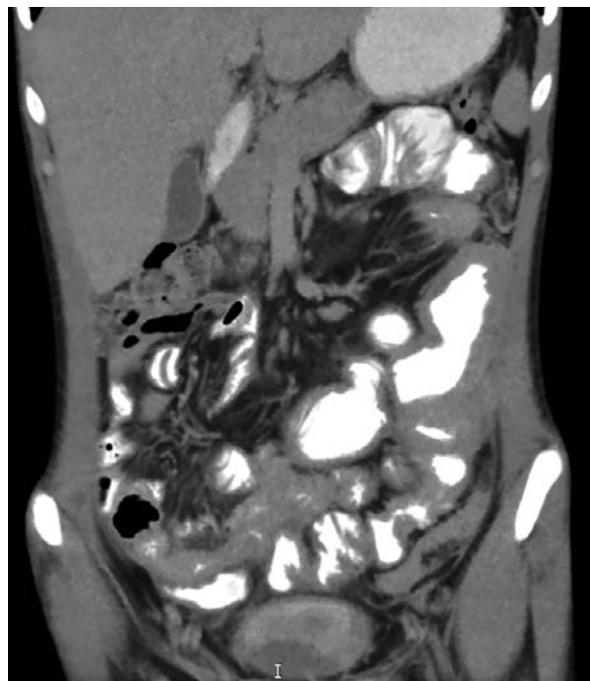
Компьютерная томограмма с контрастированными петлями тонкой кишки больного В., 16 лет
